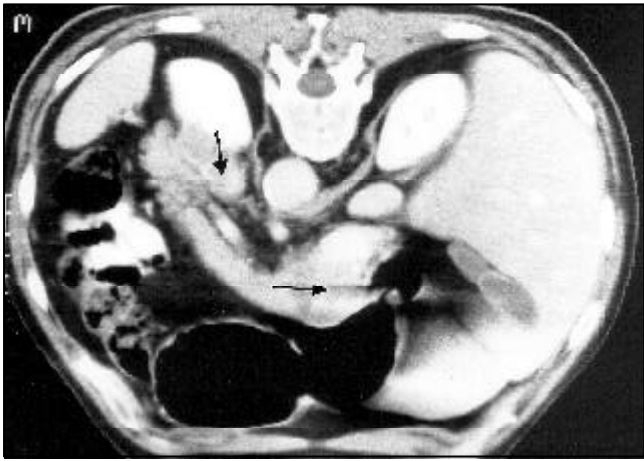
TAC abdominal: imagen de 4 cm en la cabeza del páncreas, imagen de 3 cm en la glándula suprarrenal izquierda e imagen de 2 cm en el meso paraaórtico izquierdo.
